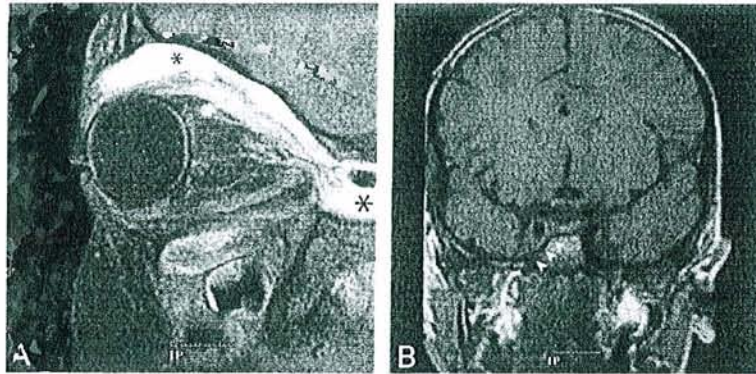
A ; Coupe sagittale IRM en séquence T1 avec suppression de la graisse révélant une infiltration de l'espace extraconique (astérisque) et du muscle droit supérieur. B ; Coupe coronale IRM en séquence T1 montrant une extension au sinus caverneux (flèches).
